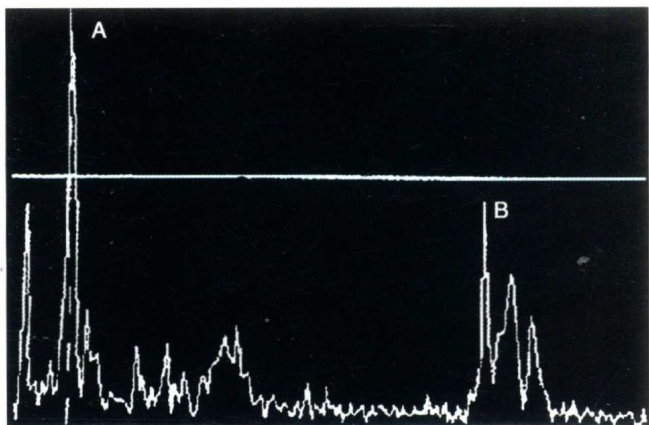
A 型超声在示波器上显示的回波,A 为遇到第一个不同界面时的回波,B 为遇到第二个不同界面时的回波
